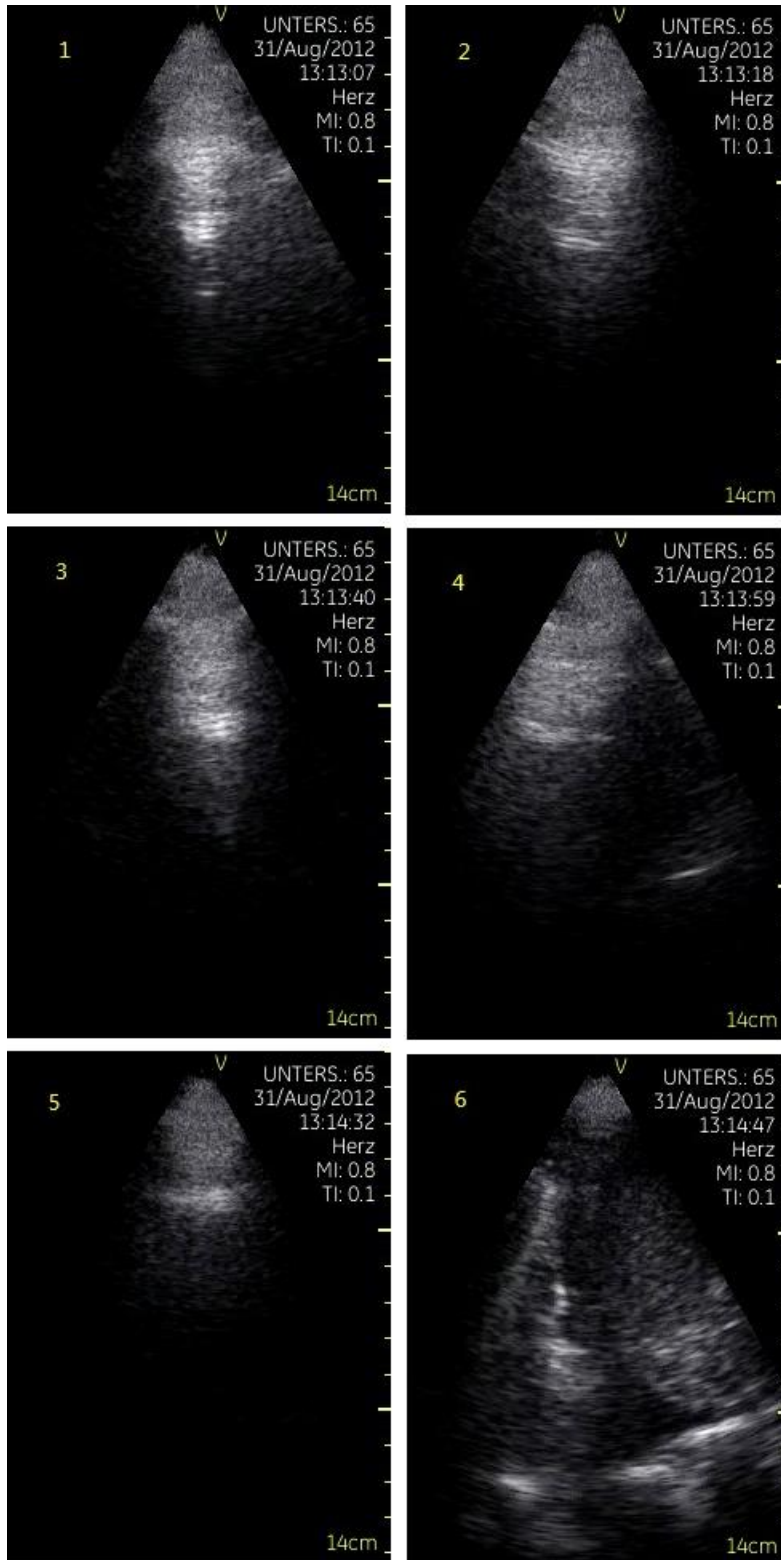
Am 4. Krankenhaustag finden sich in der Sonographie kaum noch B-Linien. In Schallfenster 4 beträgt die Anzahl noch 1, in 5 und 6 jeweils 2. Der Pleuraerguss in Fenster 6 ist noch vorhanden. Die Punktsomme beträgt nun nur noch 2.
